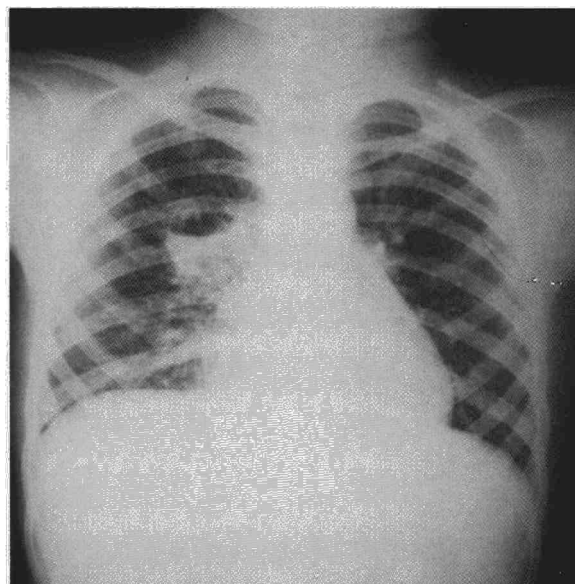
Radiografía de tórax en la que se observa un quiste broncogénico pulmonar con nivel hidroaéreo en su interior.
